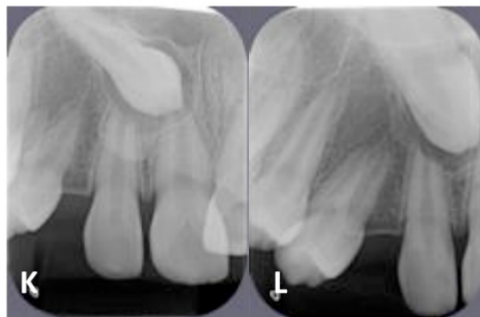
Fotos intrabucais da paciente no início da dentadura permanente. Expansão rápida da maxila com expansor do tipo HAAS foi conduzida inicialmente como tratamento ortopédico maxilar, 8 meses após realização do enxerto ósseo secundário criando uma relação transversal satisfatória (A a J). A imagem de radiografias periapicais segundo a técnica de Clark revela o canino superior permanente lado direito localizado por palatino (K e L).
